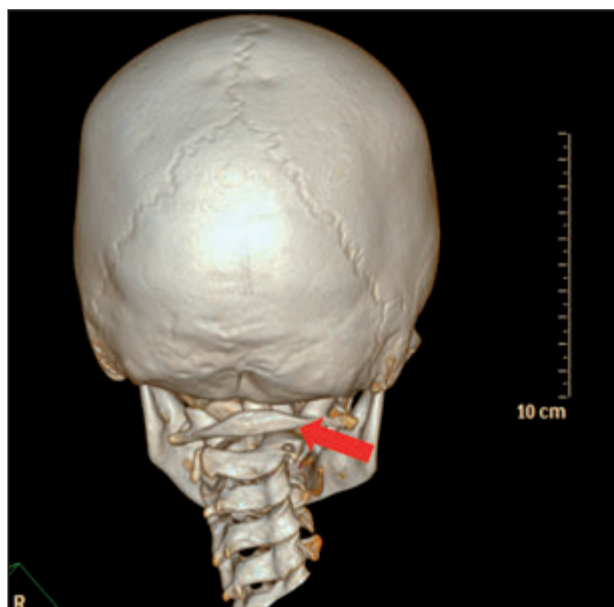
Reconstrucció de la TC en 3D (visió posterior) que mostra subluxació rotatòria atlantoaxial de 60° (fletxa vermella).
